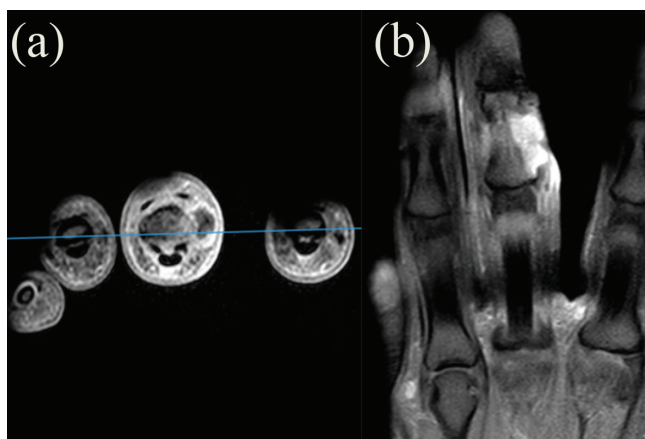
Resonancia Magnética Nuclear de ingreso de dedo medio. RMN, fase Stir: corte axial (a) y coronal (b) con signos de osteomielitis, tenosinovitis séptica, absceso y celulitis.
